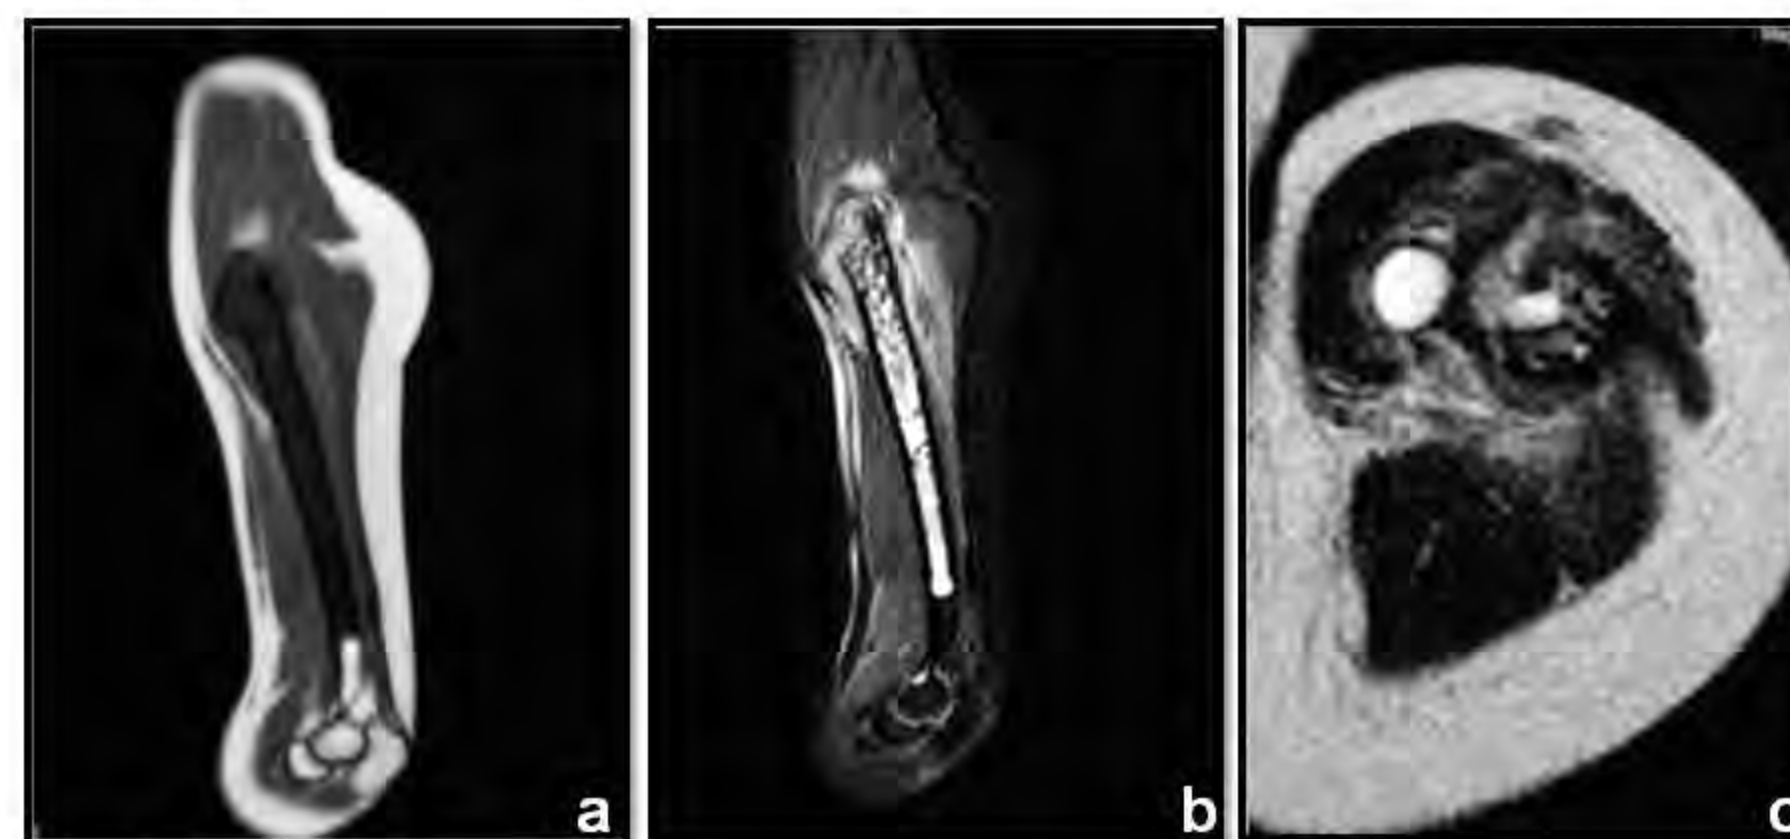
IRM de l'humérus gauche: séquences coronales SE T1 (a), STIR (b) et des séquences axiales SET2 (c): Images kystiques en hyposignal T1 et hypersignal T2 au niveau de la diaphyse et de la métaphyse humérale étendue aux parties molles adjacentes à la fracture.
